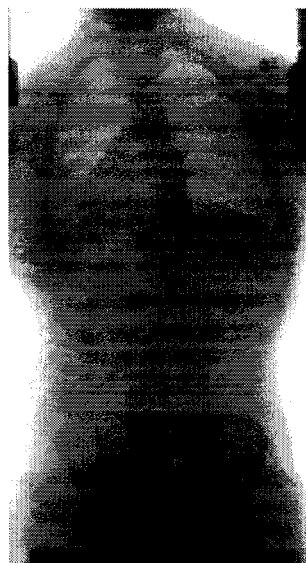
Sur cette radiographie postéroantérieure, une déformation scoliotique de la colonne vertébrale est visible.
